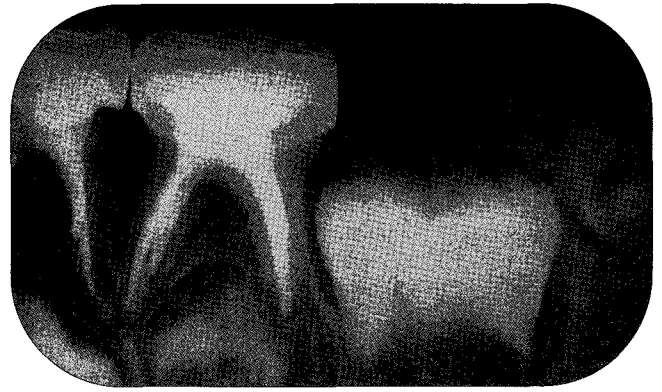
Periapical radiograph after 5 months.
